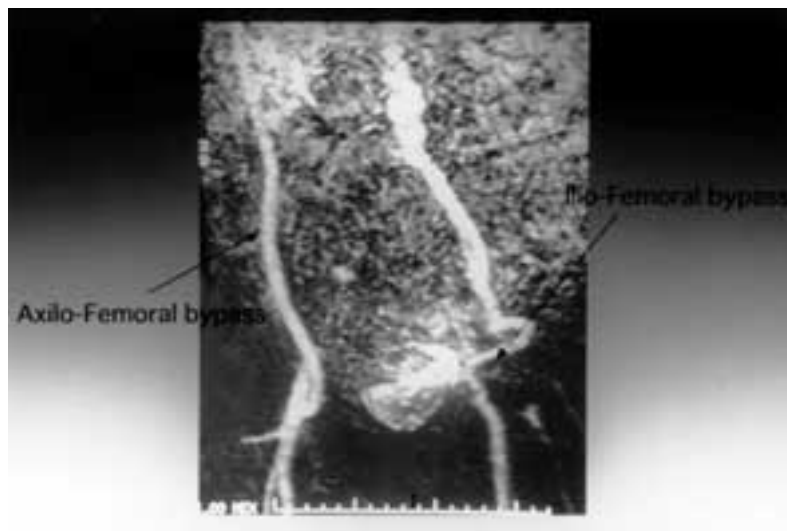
Postoperative MRI angiogram
